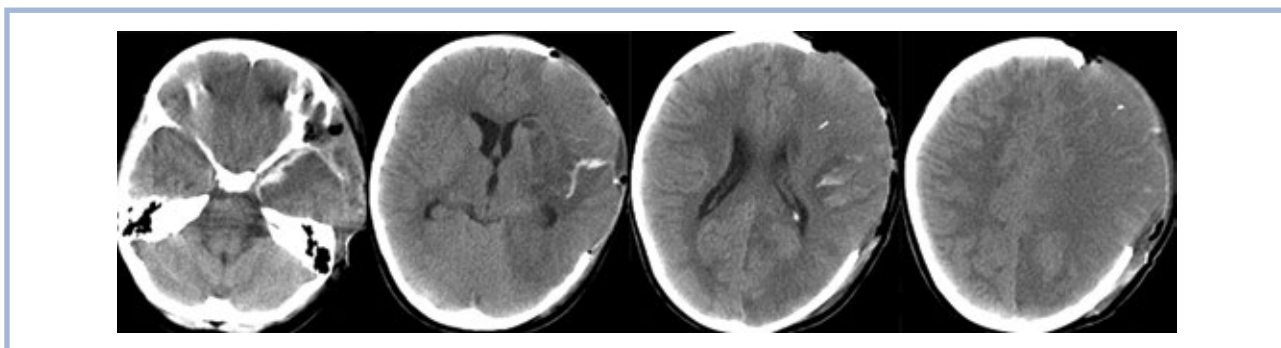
Пациентка Э., 8 лет. КТ головного мозга (3-и сутки после операции).
